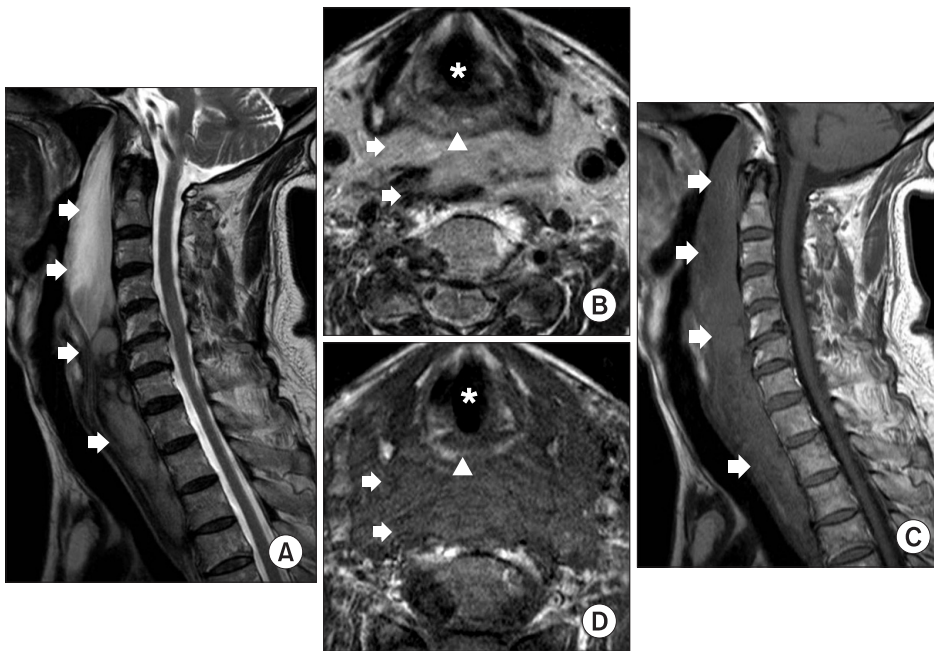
Sagittal (A, C) and axial (B, D) T1, T2-weighted magnetic resonance images show the deviation and compression of trachea (asterisk) and esophagus (arrow head) by extensive hematoma in the prevertebral space (arrows) from C1 to T4, the tear of anterior longitudinal ligament and longus coli muscle, disc herniation C5-6, C6-7.
